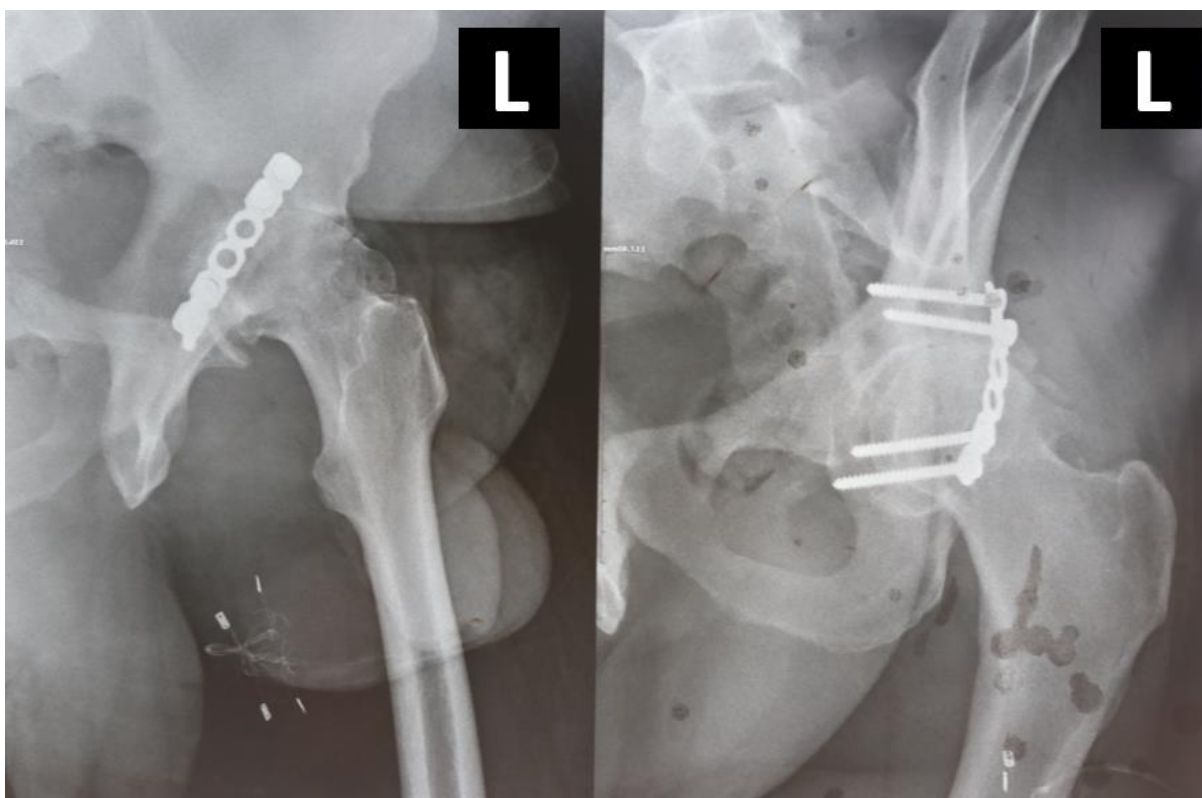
Рентгенограма лівого кульшового суглоба
